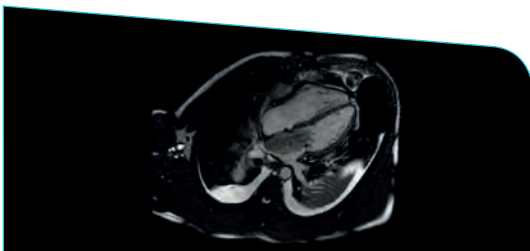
RMN cardíaca al diagnóstico
